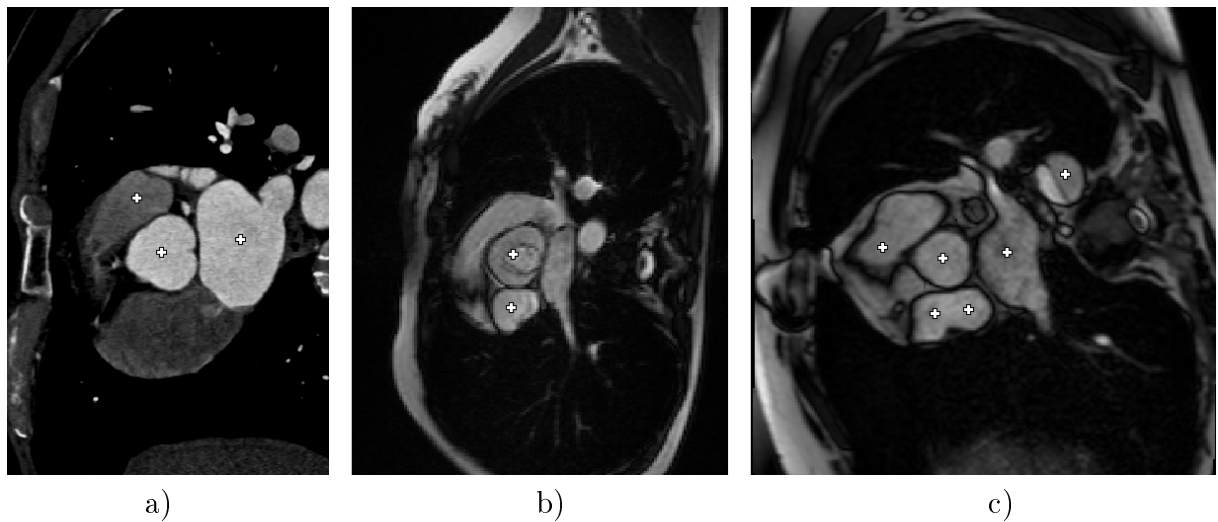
Localisation automatique des organes clairs et redondants (croix blanches) au sein d'un examen de scanner de tricuspédie (a) et de séquences IRM contenant des sinus bicuspides (b) et tricuspides (c).
